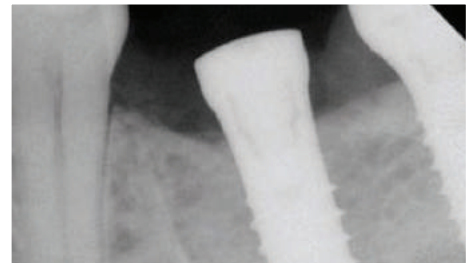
방사선 사진은 임플란트와 치유 어버트먼트가 제자리에 있는 것을 보여준다.
